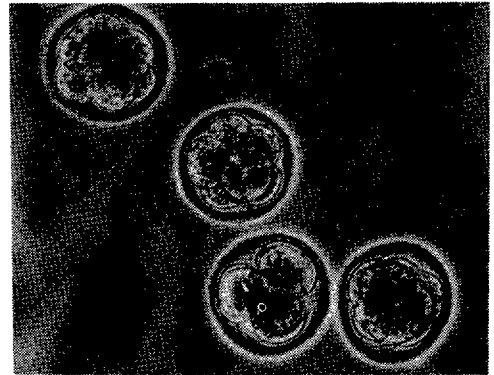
超音波照射直後の照射群 (交配後 6 4 時間)
